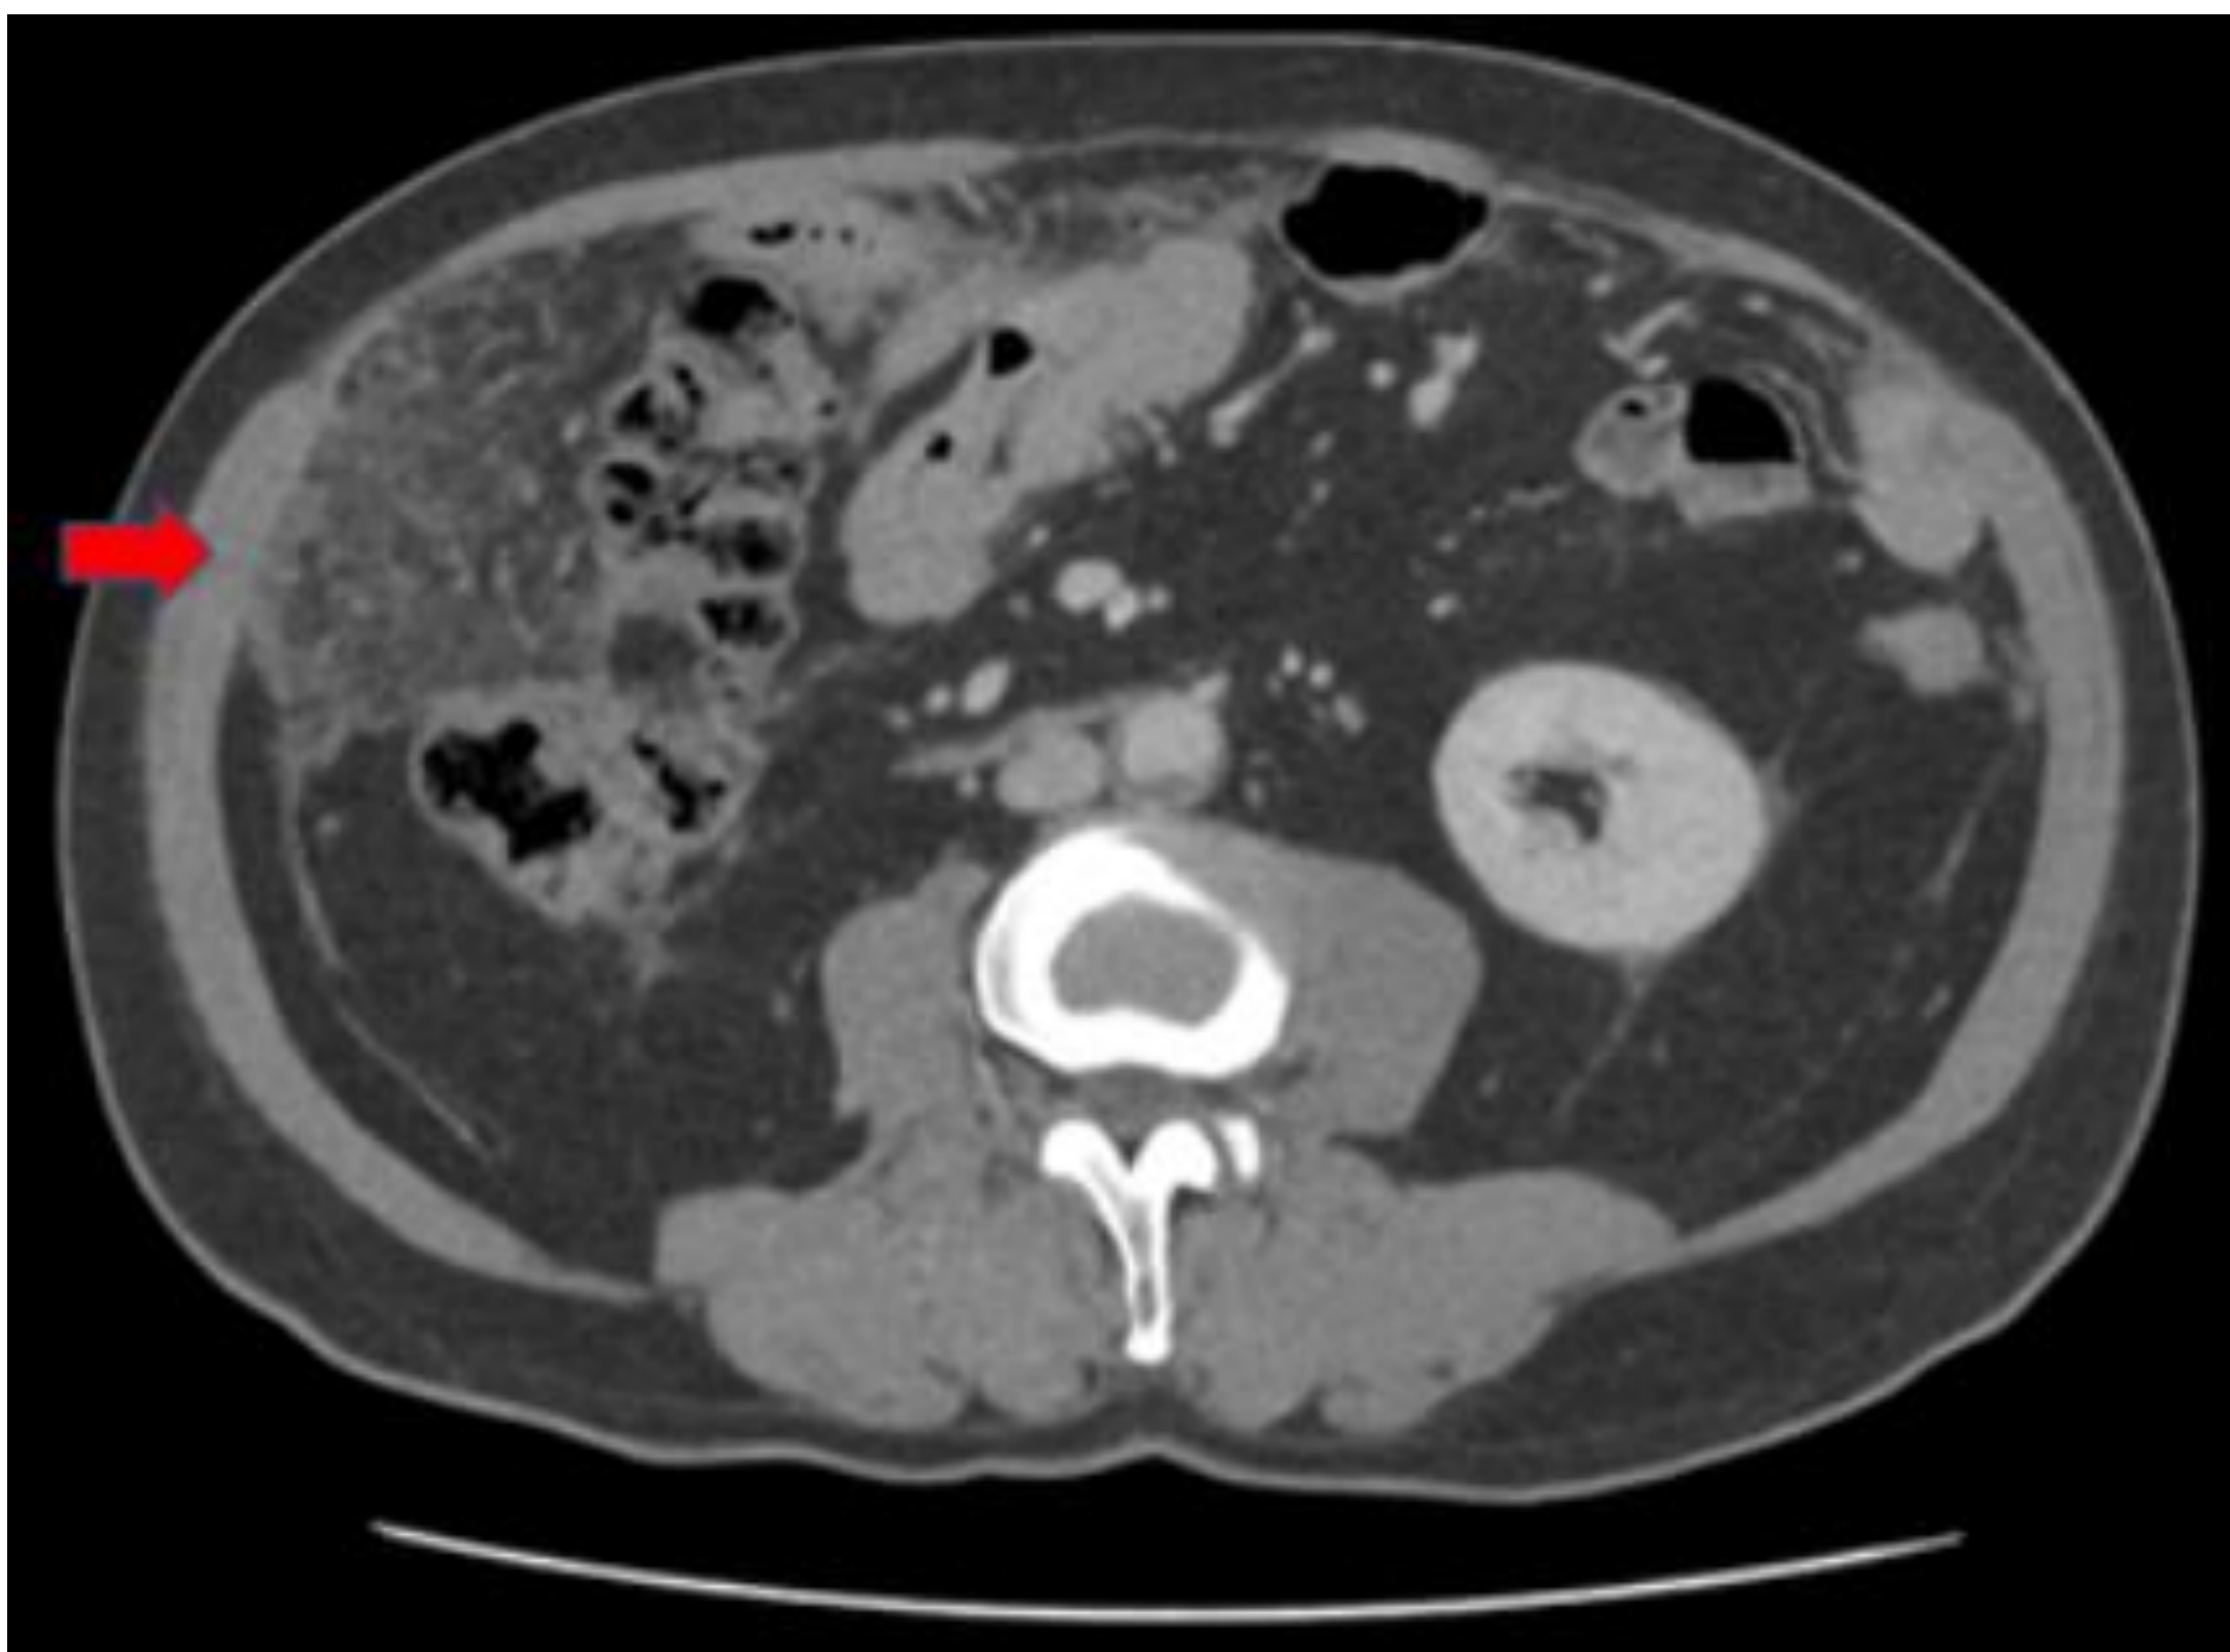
Izquierda: Trabeculación de grasa y nodularidad del omento mayor con lesiones que muestran una tendencia a la confluencia. Derecha: TC con reconstrucción sagital. Otro paciente con trabeculación de la grasa y nodularidad del omento mayor, junto con engrosamiento del peritoneo y nodularidad del mesenterio del intestino delgado.
